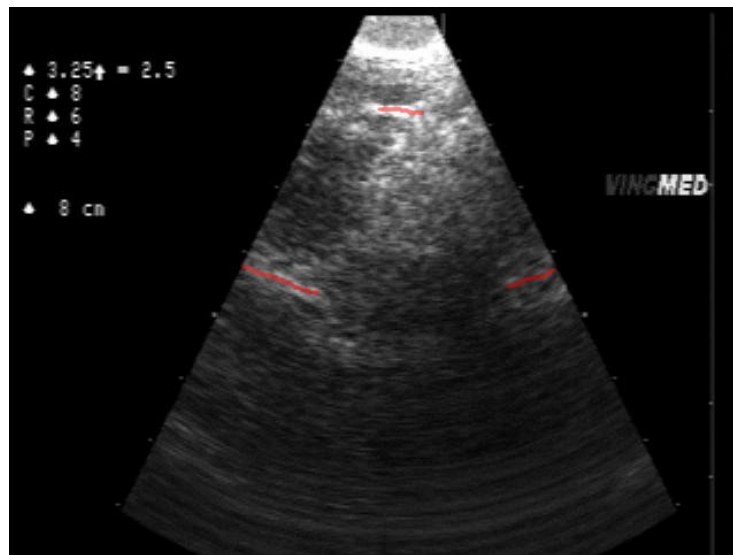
Échographie d'une vertèbre cervicale réalisée avec un Vingmed CFM800. On distingue la surface de la vertèbre.
